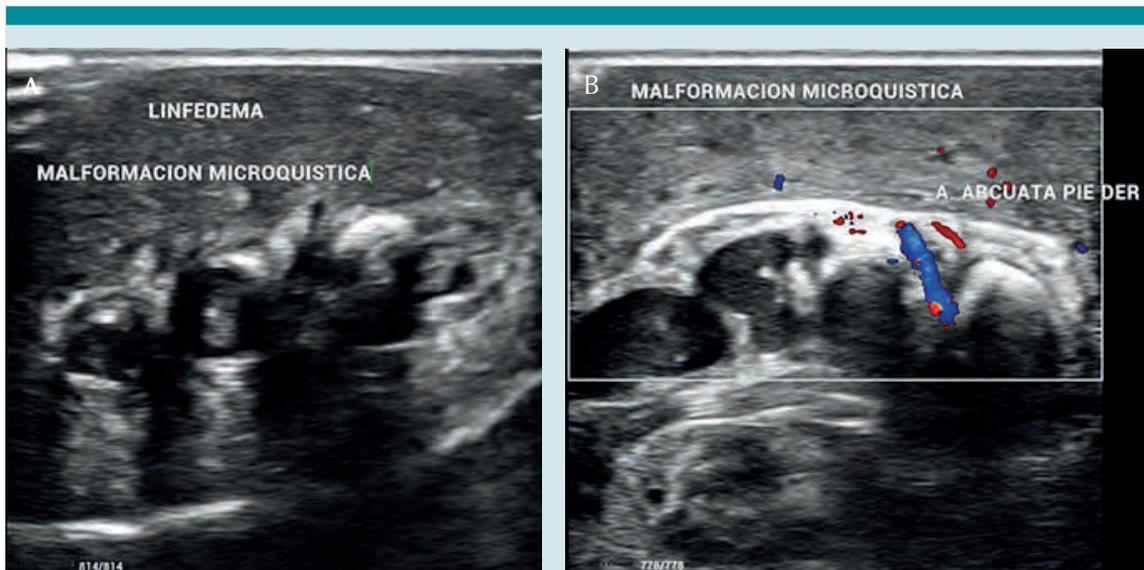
Ultrasonido de partes blandas de extremidades inferiores, mostrando malformaciones microquisticas de origen linfático (flechas). A) Pie izquierdo. B) Pie derecho.
